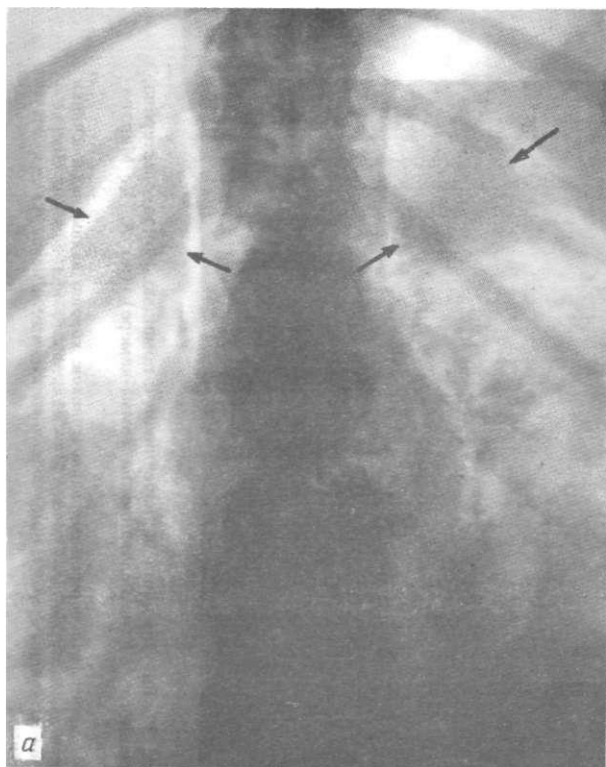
Болезнь Иценко—Кушинга. На рентгенограмме (а) и томограмме (б) забрюшинного пространства видны гиперплазированные надпочечники (показаны стрелками).
